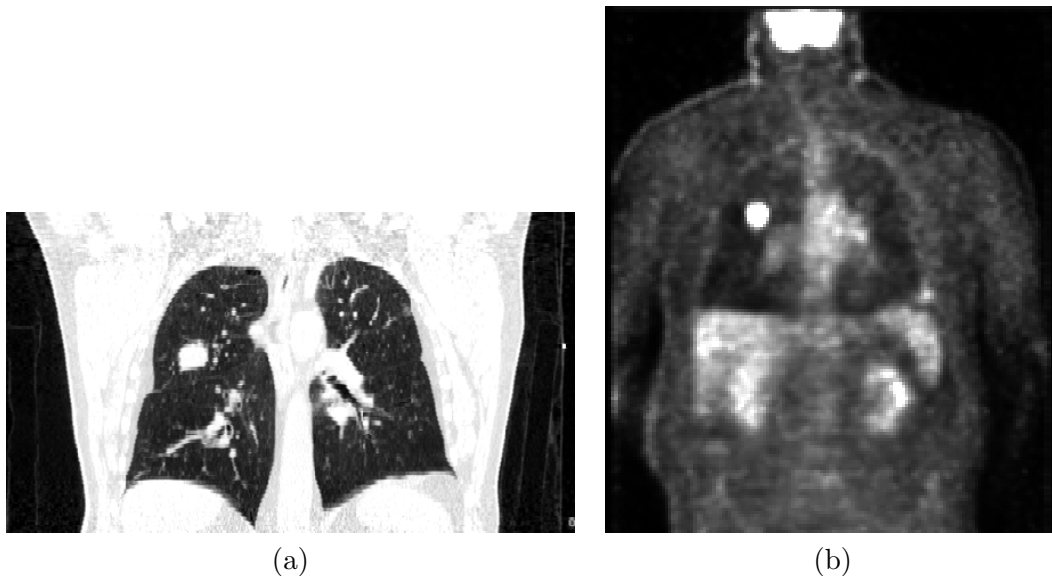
Coupes coronales d'images (a) TDM et (b) TEP d'un thorax de patient en respiration libre. L'image TDM est extraite d'une image 4D et comporte donc peu d'artéfacts dus au mouvement respiratoire.
